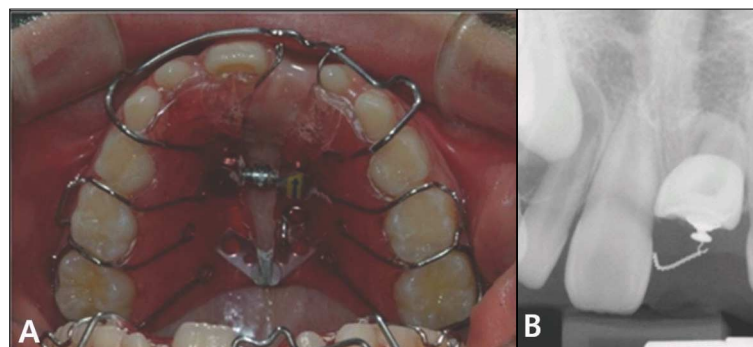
4months later. Intraoral photograph(A), Periapical radiograph(B)
